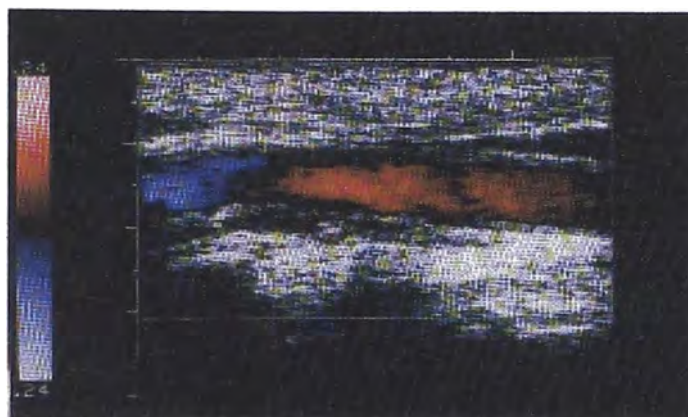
Imagen Doppler color de la arteria carótida
